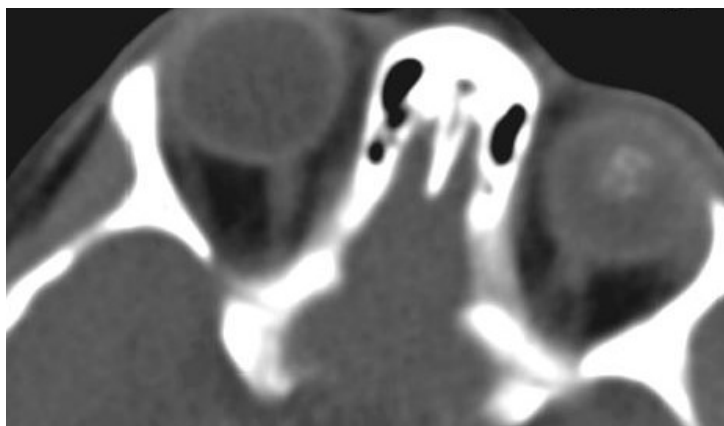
Non-contrast computed tomography fragment of Patient L, 33 months
